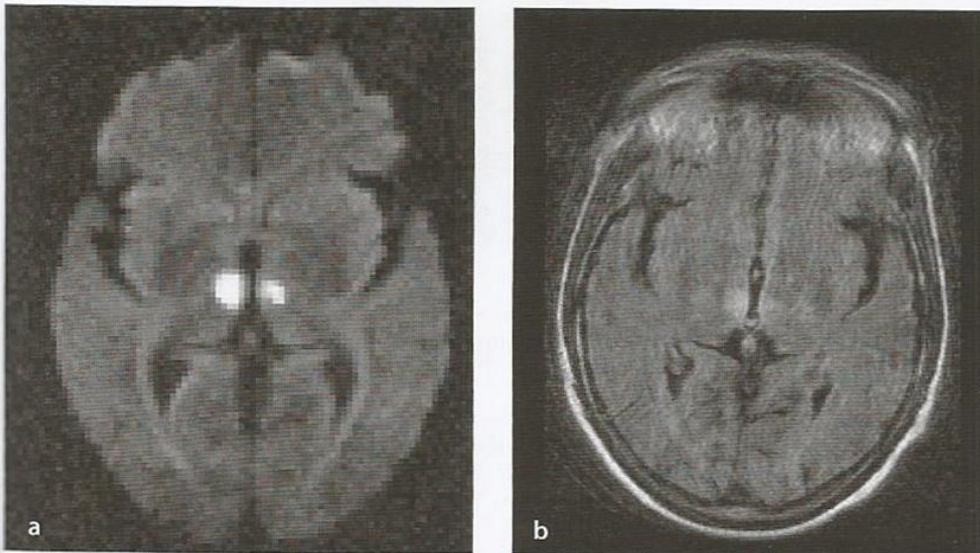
Infarto talâmico bilateral. a. A imagem de RM ponderada por difusão mostra duas lesões isquêmicas agudas na parte rostral medial do tálamo bilateralmente. b. A imagem em T2 com sequência FLAIR também mostra lesões isquêmicas, embora com
